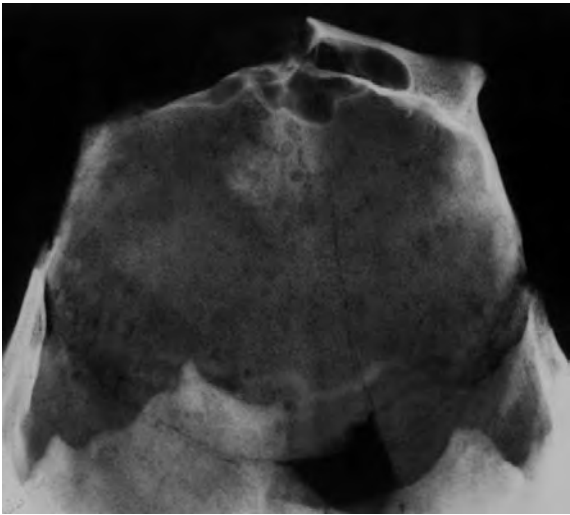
Radiografia del crani de la Cova d'Aigües Vives.
